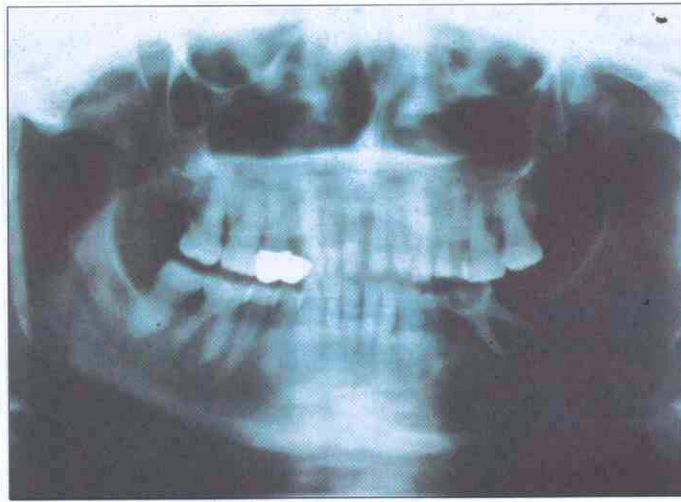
Ortopantomografía: Imagen radiolúcida en ángulo mandibular izquierdo con periodontolisis del molar inferior izquierdo.
